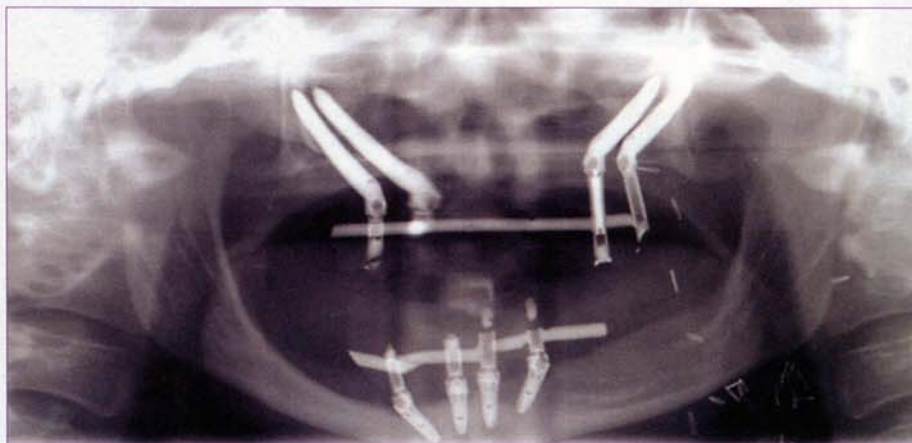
Ortopantomografia pós-operatória após dois anos e meio.
